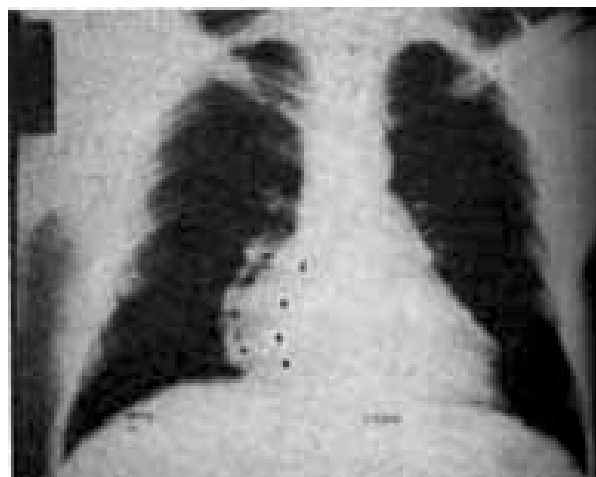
A telerradiografia de tórax evidencia imagem paracardíaca direita (setas) de menor densidade radiológica que a do coração.
